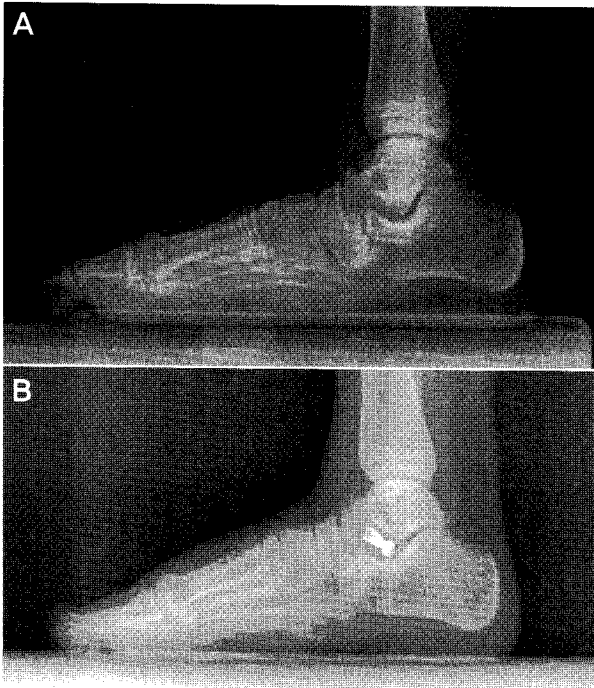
(A) Lateral preoperative x-ray in standing position. (B) Lateral postoperative x-ray in standing position.
